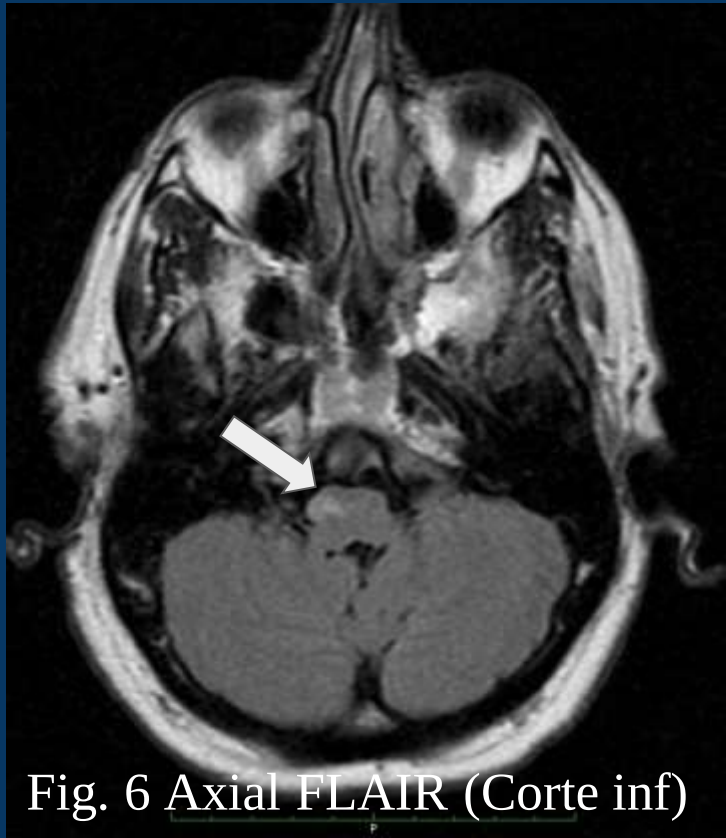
Axial FLAIR (Corte inf)
